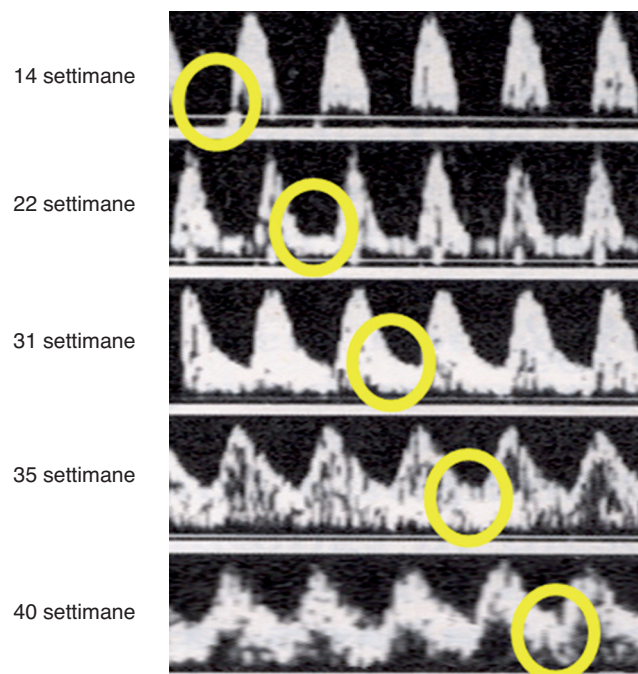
Forma d'onda Doppler normale dell'arteria ombelicale con l'aumentare dell'età gestazionale. Si noti l'aumento relativo del flusso anterograde diastolico con le età gestazionali più avanzate (e quindi, un rapporto S/D minore con l'avanzare dell'età), come evidenziato dai cerchi gialli. È normale un'assenza del flusso telediastolico nel 1° trimestre e nelle prime fasi del 2° trimestre.
